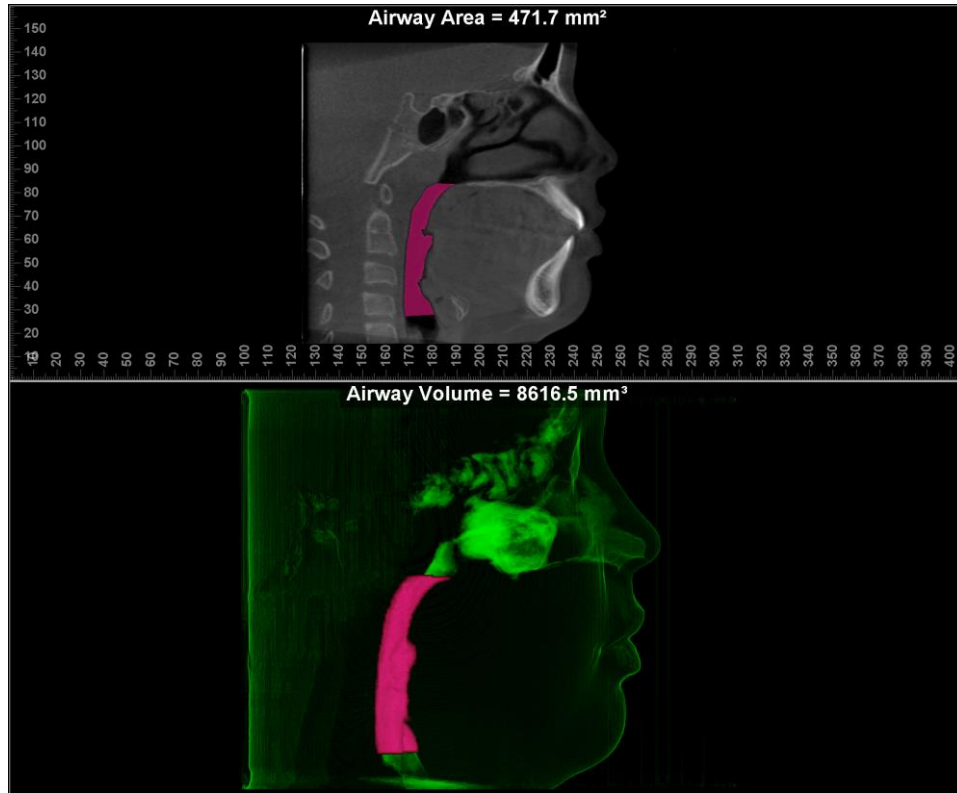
Telerradiografia Pós ERM
